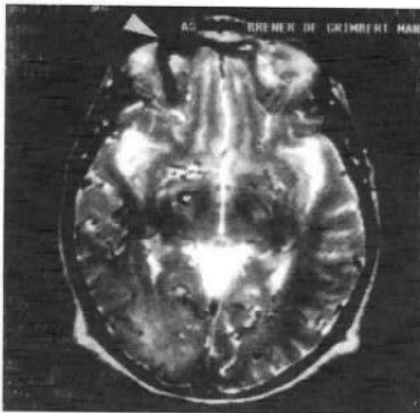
RMN de cerebro (1995) en secuencia T2 se observa dilatación de venas intraparenquimatosas y principalmente la vena oftálmica derecha (flecha). Disminución de los espacios subaracnoideos de la convexidad.
